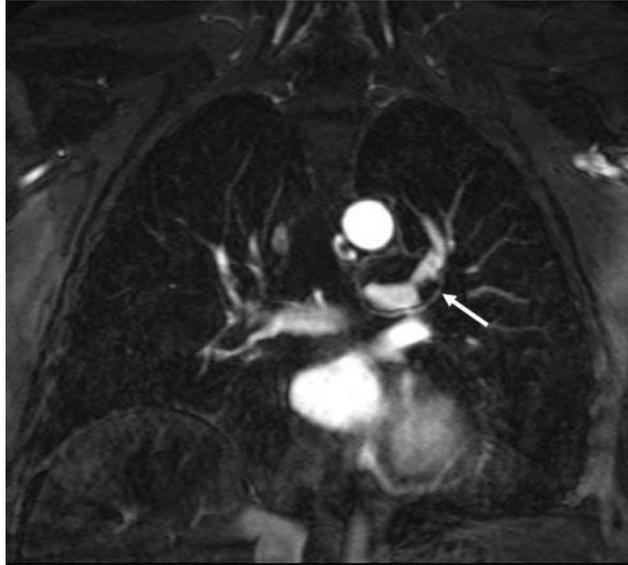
Corte coronal de Angio-resonancia que muestra imagen hipointensa (flecha) en arteria pulmonar izquierda en relación a émbolo. Tomado de Circulation. 2004; 109[suppl I]:I-15-I-21.
